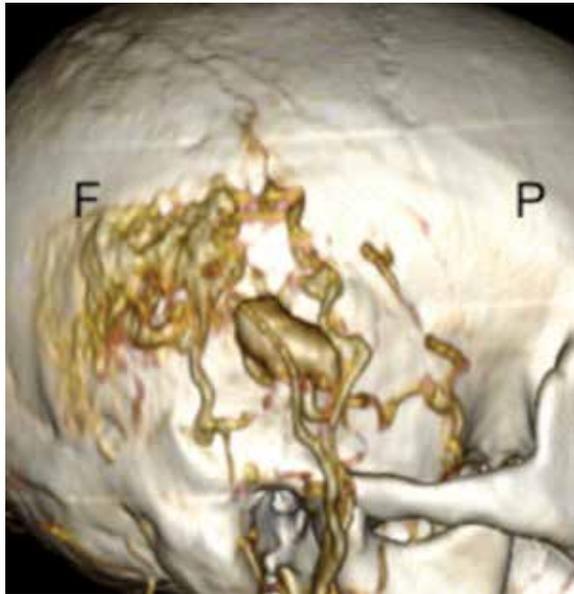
Angio-TAC de cráneo, con reconstrucción tridimensional, en la que se aprecia el aneurisma cirsoide sobre la región temporal derecha, dependiente de las arterias meníngea media y temporal superficial. (F: hueso frontal, P: hueso parietal).
